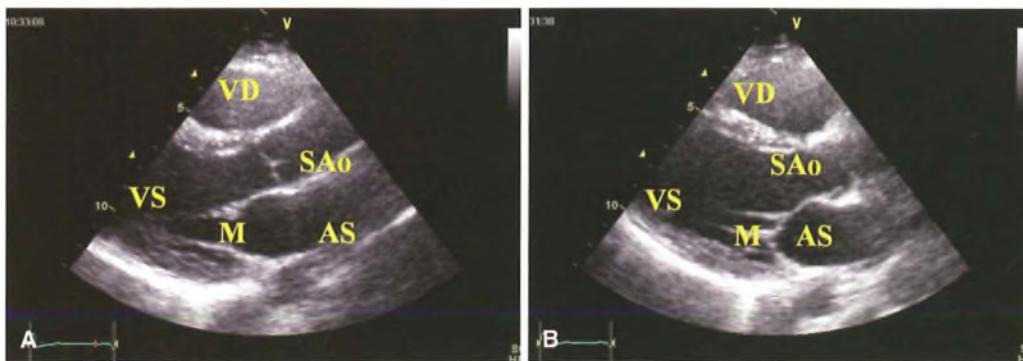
Ecocardiografia B-mode: scansione in asse lungo parasternale del cuore sinistro. A) Diastole ventricolare: la valvola mitrale (M) è aperta e le valvole semilunari aortiche (SAo) chiuse. B) Sistole ventricolare: la valvola mitrale (M) è chiusa e le valvole semilunari (SAo) sono aperte (VS = ventricolo sinistro; VD = ventricolo destro; Ao = aorta; AS = atrio sinistro).
